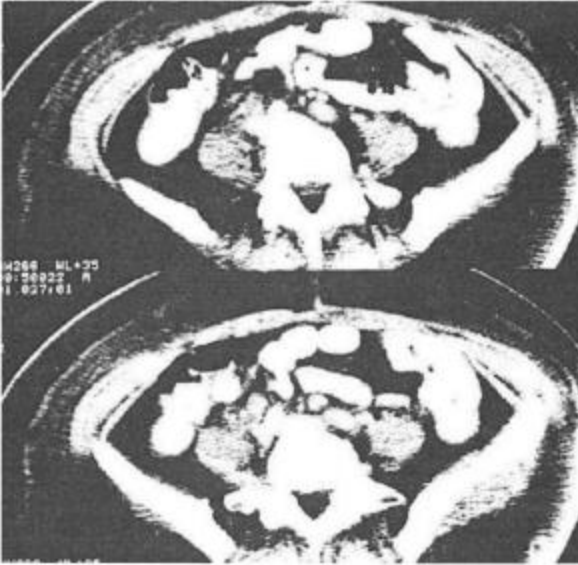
Üreter tümörüne bağlı hidronefroz ve paraaortik lenf bezleri (Abdominal tomografi)
